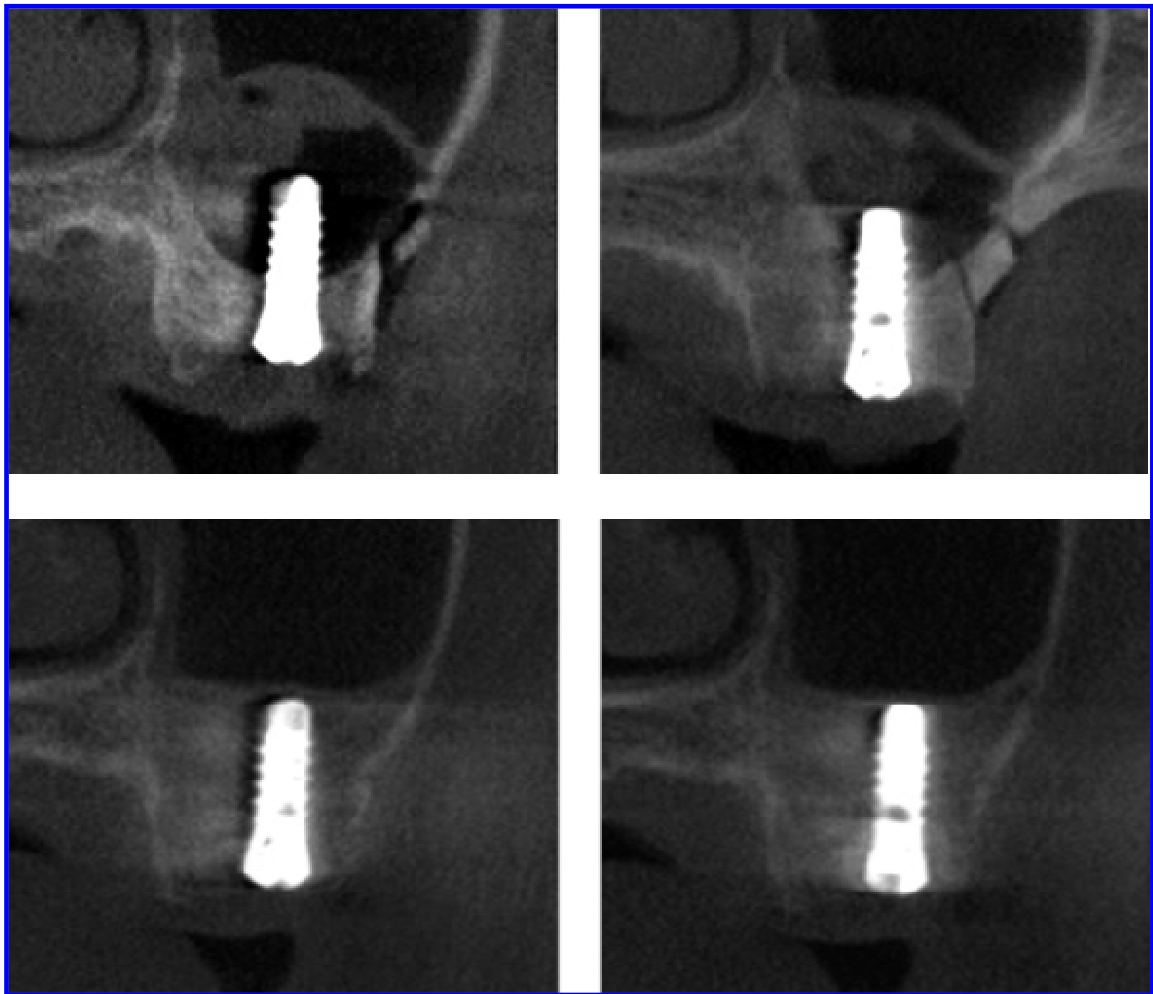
Controllo tomografico post-operatorio immediato e dopo dei mesi mediante tecnica con finestra ossea riposizionabile inserimento simultaneo degli impianti ed inserimento di spugna emostatica riassorbibile. E' evidente la neoformazione ossea nello spazio occupato inizialmente dal solo coagulo (Sohn e coll.³²⁶).
